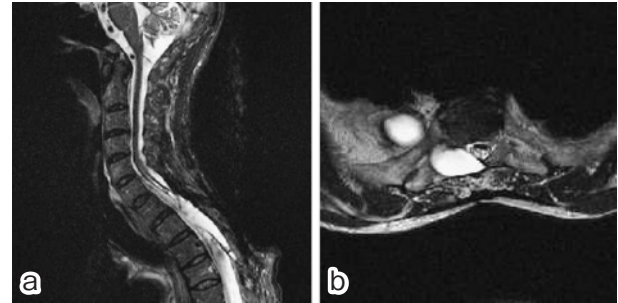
Cervical MR images of the patient show marked hypointensity of the surface of brain stem and spinal cord in T₂-weighted images. (a) sagittal (TR 2,850, TE 91.0) and (b) coronal slices (TR 5,980.0, TE 89.0).
